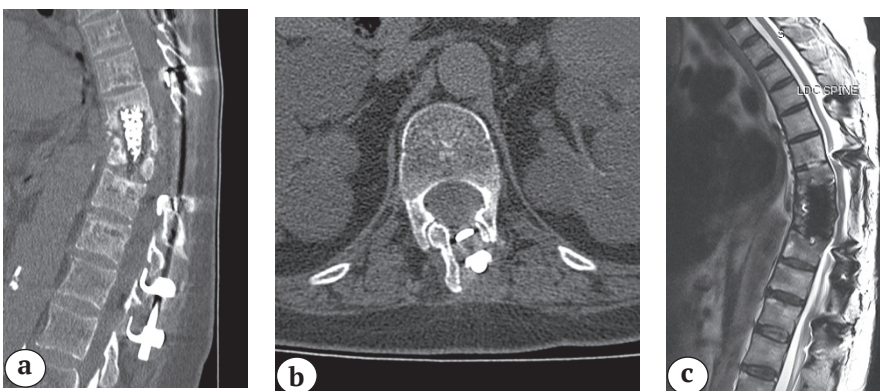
МСКТ (а, б) и МРТ (с) позвоночника через 2 года 9 мес. после первичной реконструкции позвоночника и 13 мес. после задней рестабилизации: резорбция дужки Th12 под каудальным опорным крючком. Миелопатический очаг обозначен стрелкой
